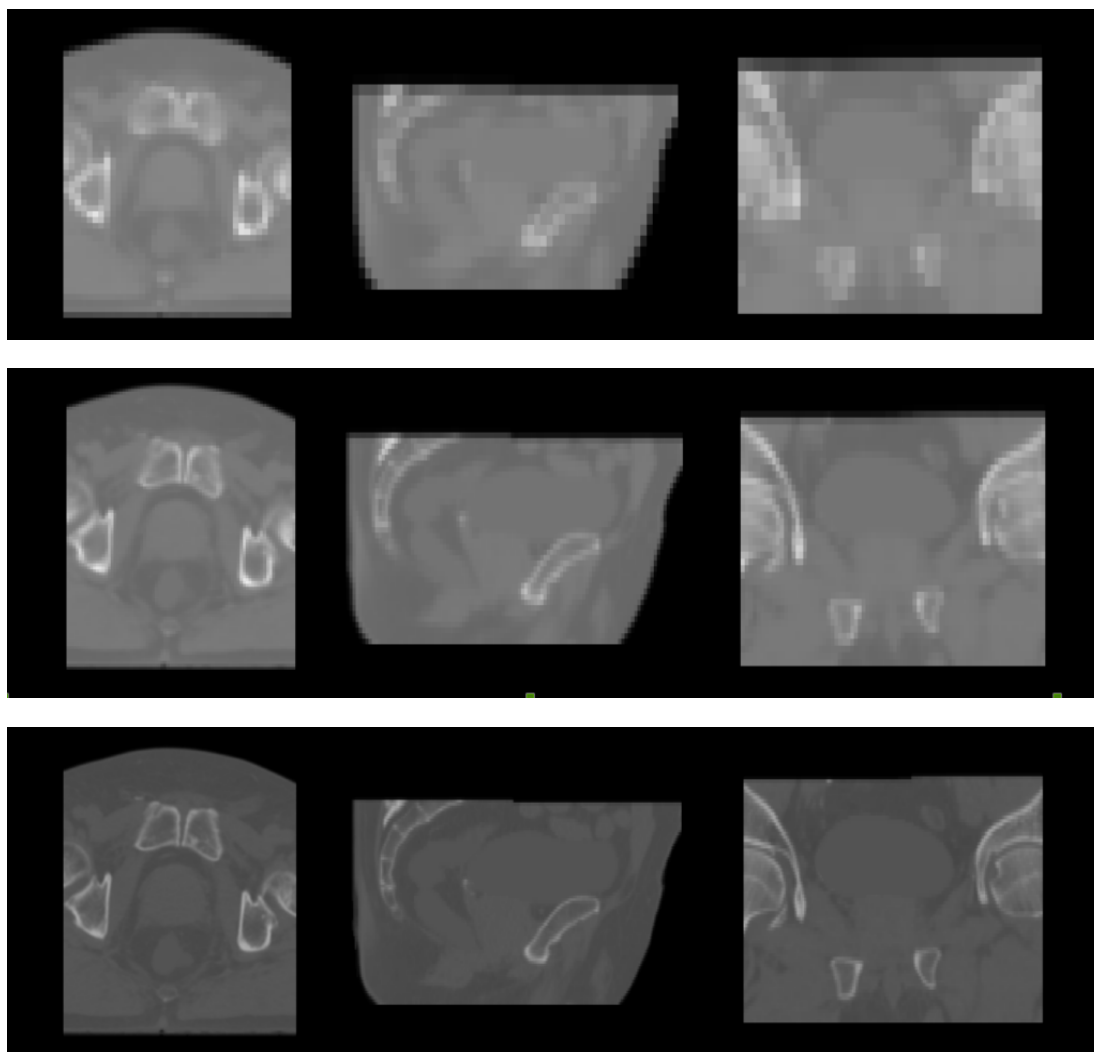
Exemple d’image TDM de référence représentée aux trois niveaux de résolution considérés. De haut en bas les facteurs de sous-échantillonnage sont respectivement : $1/4$, $1/2$ et 1 .
